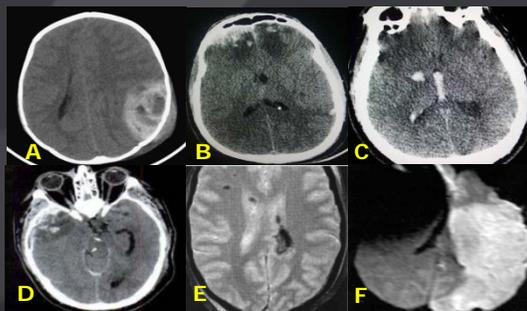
A. TDM : large HED pariétal gauche avec début d'engagement sous falciforme. B. TDM : foyers de contusion œdémato-hémorragiques bifrontaux. C. TDM : hématome lenticulaire droit avec hémorragie intraventriculaire (V3). D. hémorragie méningée avec contusion temporale droite. E. IRM : contusions pétechieales. F. IRM : ischémie post traumatique gauche.
